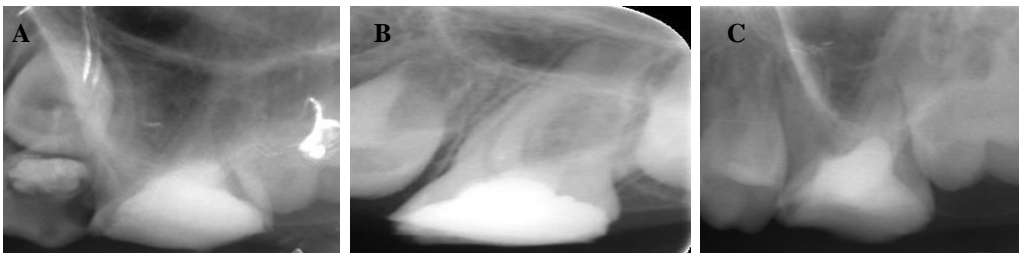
13. CEM grubunda 46 nolu dişin A.6. ay B. 12. Ay C. 18. Ay kontrol röntgenleri
